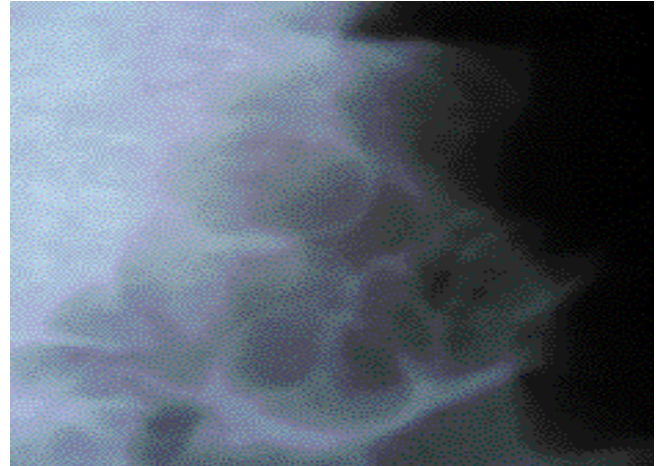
Radiographie sans préparation objectivant des images multiples hydroaériques en grappe de raisin.
